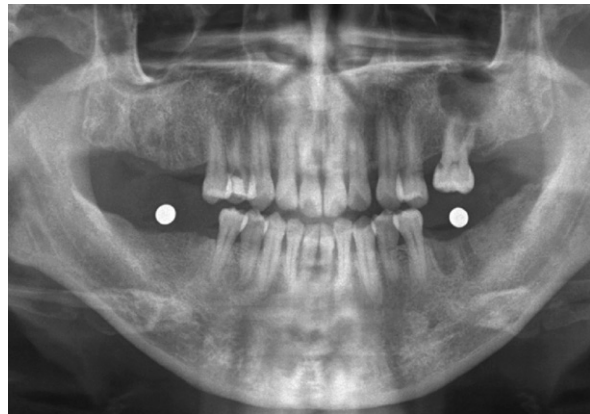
술전 파노라마 방사선사진. #36 발치 2개월 경과한 상태이다.
